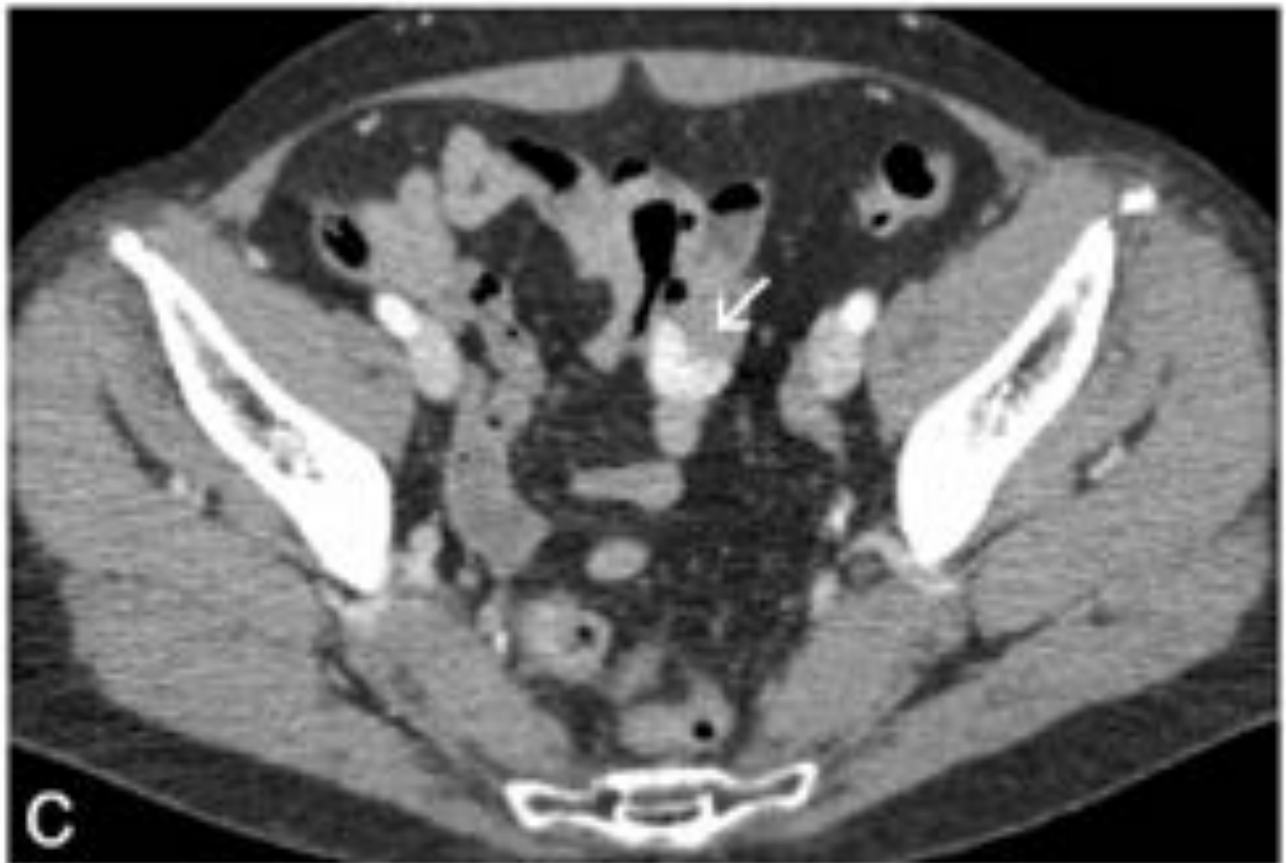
Mujer de 54 años. TC estudio multifásico: En la luz de un asa de intestino delgado se identifica
